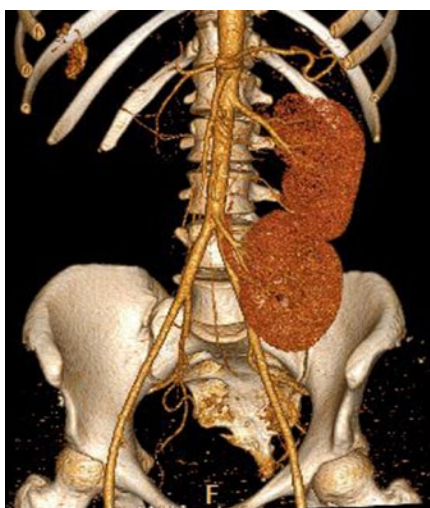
МСКТ почек (3D реконструкции, артериальная фаза).
